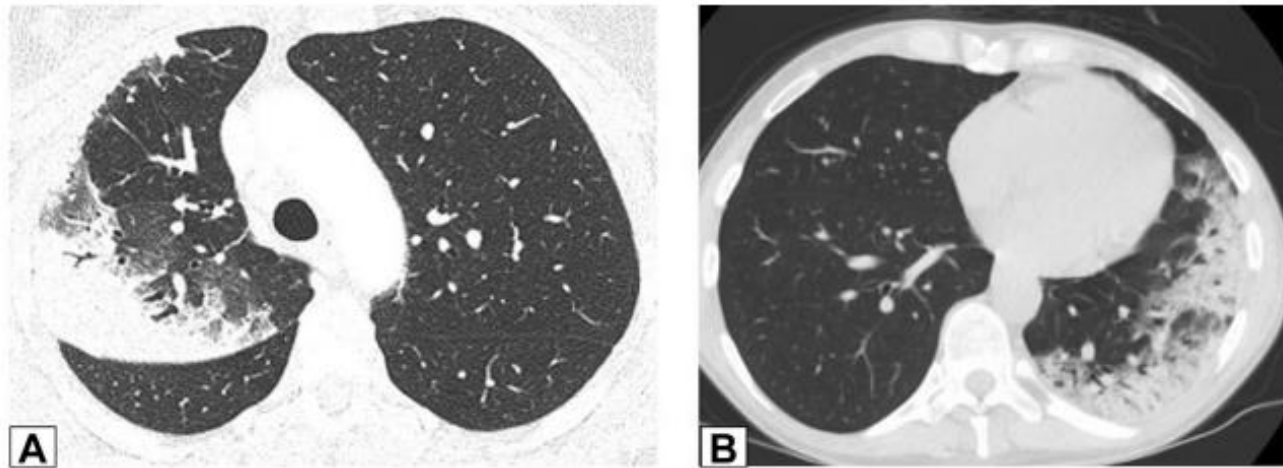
A, B, *Peripheral consolidation. Axial unenhanced CT scan images obtained in two patients. A, This image shows peripheral consolidation in the right upper lobe in a woman previously treated with radiation for breast cancer and biopsy-proved organizing pneumonia (OP). B, This image shows peripheral consolidation in the left lower lobe and lingula and biopsy-proved OP secondary to chemotherapy for treatment of lymphoma.*
